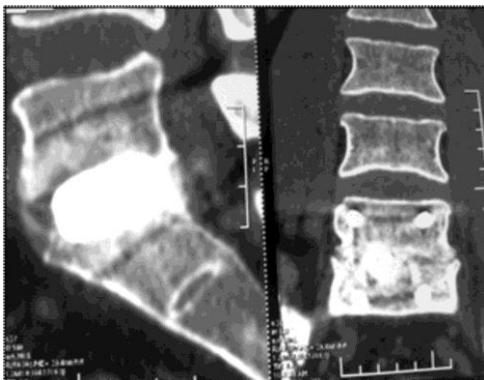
МСКТ поясничного отдела позвоночника пациента О. через два года после заднего межтелового спондилодеза кейджем и наложения транспедикулярной системы: формирование костно-металлического блока
